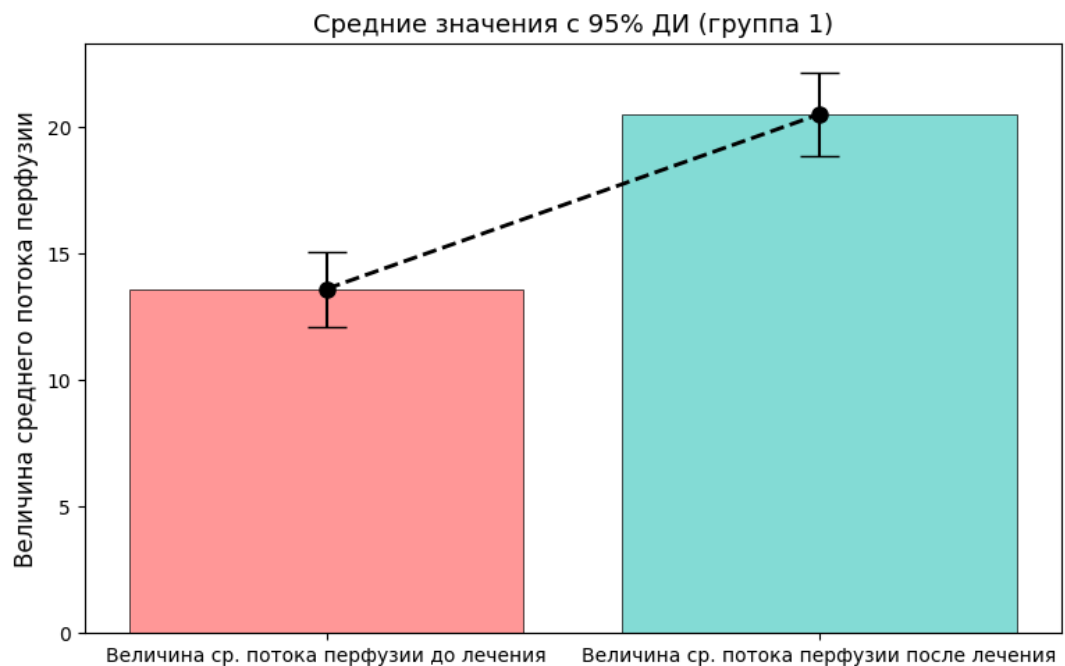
Величина среднего потока перфузии до и после лечения в 1 группе
